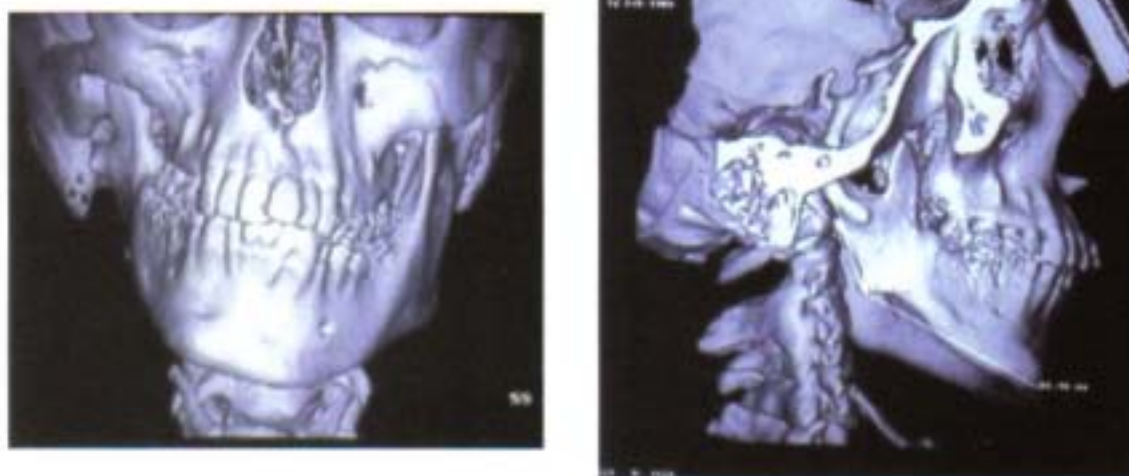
Reconstrucție tridimensională CT care evidențiază o anomalie dento-maxilară în plan transversal. (cazuistica Prof. Dr. J. Acero, Dr. A. Carreño)
